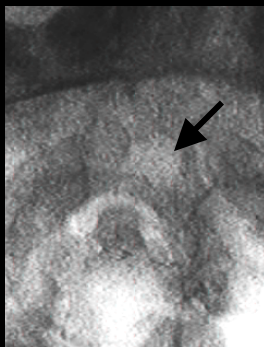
Patient 8, postoperative Echtzeit-MRT-Sequenz in sagittaler, axialer und koronarer Schnittebene des Velopharynx; Kompetenter velopharyngealer Verschluss (schwarzer Pfeil) mit seitlicher Kompensation (weiße Pfeile) und dadurch axial kompetenten Verschluss.
